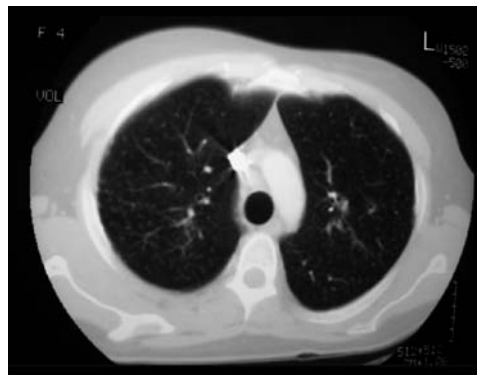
TAC torácico en el mismo paciente a los 3 años de seguimiento: patrón micronodular bilateral. Confirmada neumoconiosis por exposición a cobalto-cromo-molibdeno mediante biopsia pulmonar.
